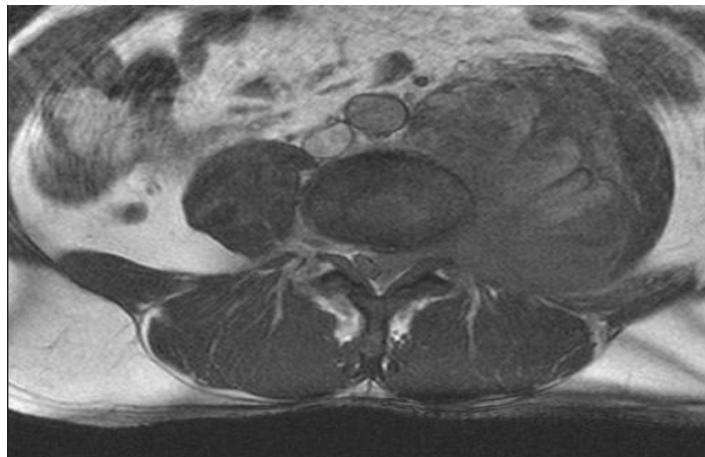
Imagen de la resonancia magnética nuclear del tumor.
